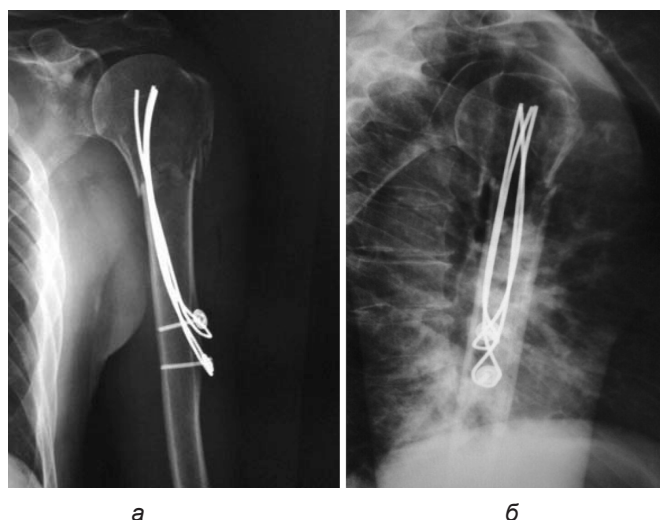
Рентгенограммы после блокируемого напряженного спицевого остеосинтеза при переломах проксимального отдела плечевой кости (а – прямая проекция, б – трансторакальная проекция)
